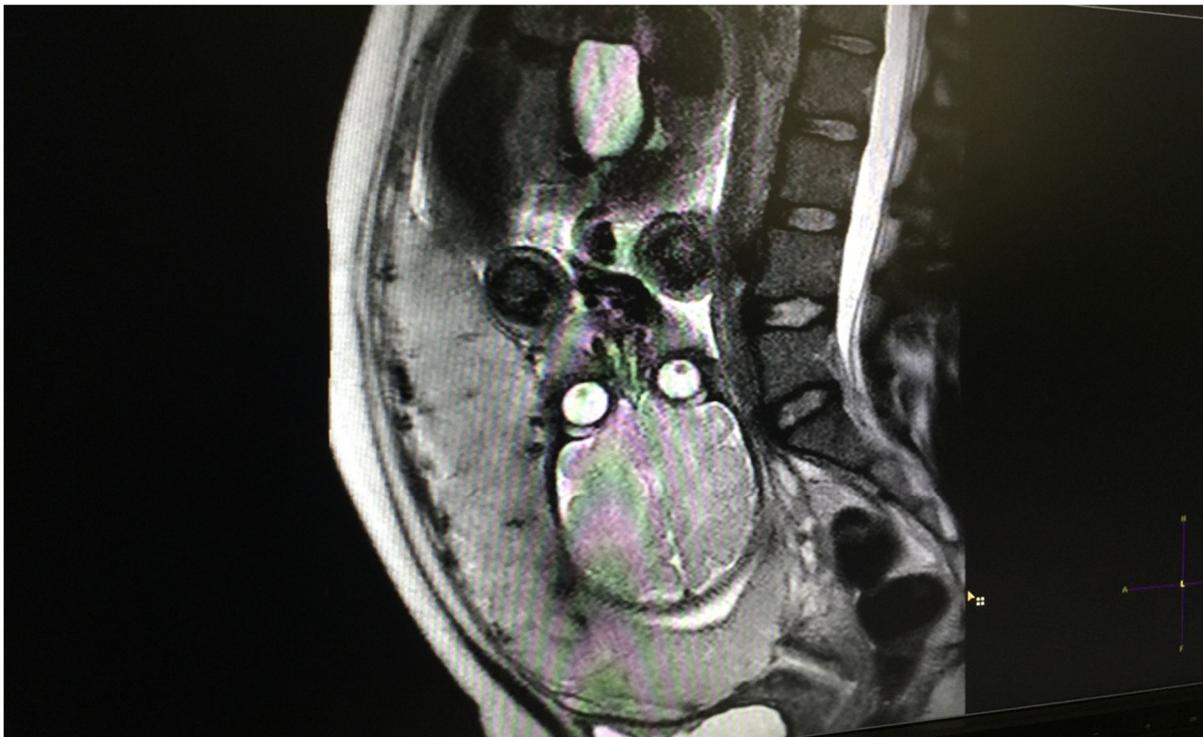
МРТ-картина полного предлежания плаценты
